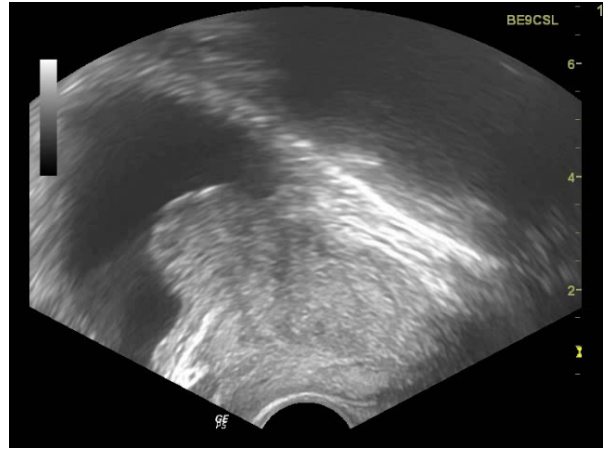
Mesane tümörü. US'de mesane tabanında solid kitle lezyonu ve renkli dopplerde internal vaskularizasyonu olduğu görülmektedir.
